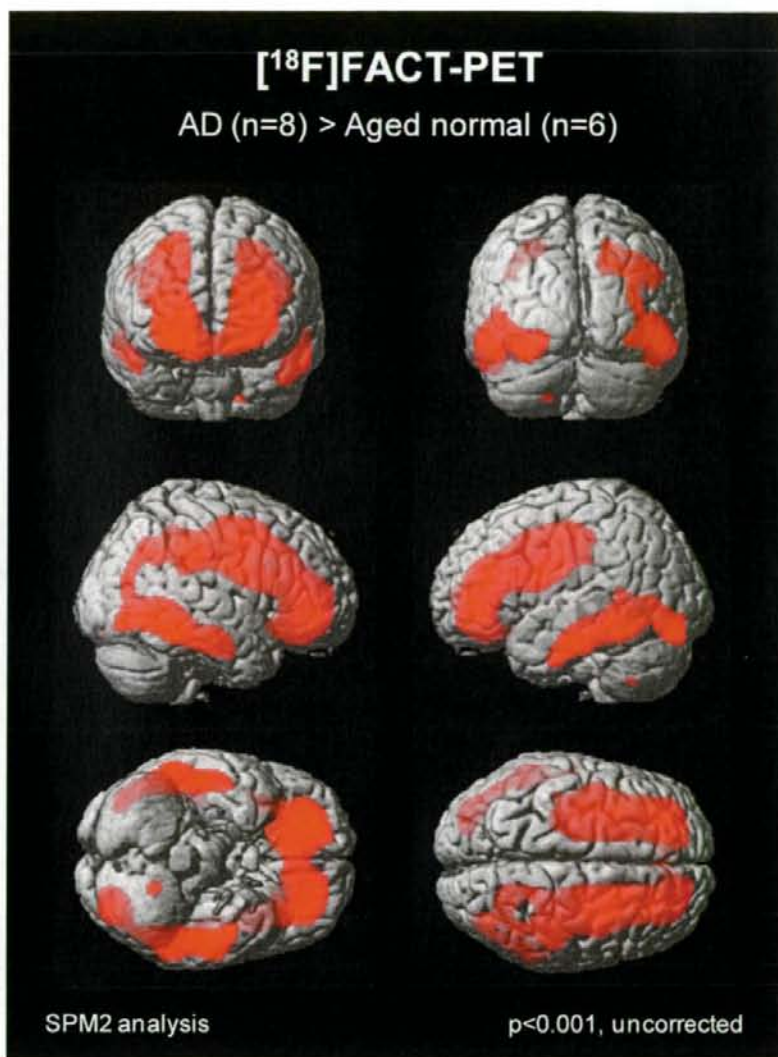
[¹⁸F]FACT PET 画像の SPM 解析
